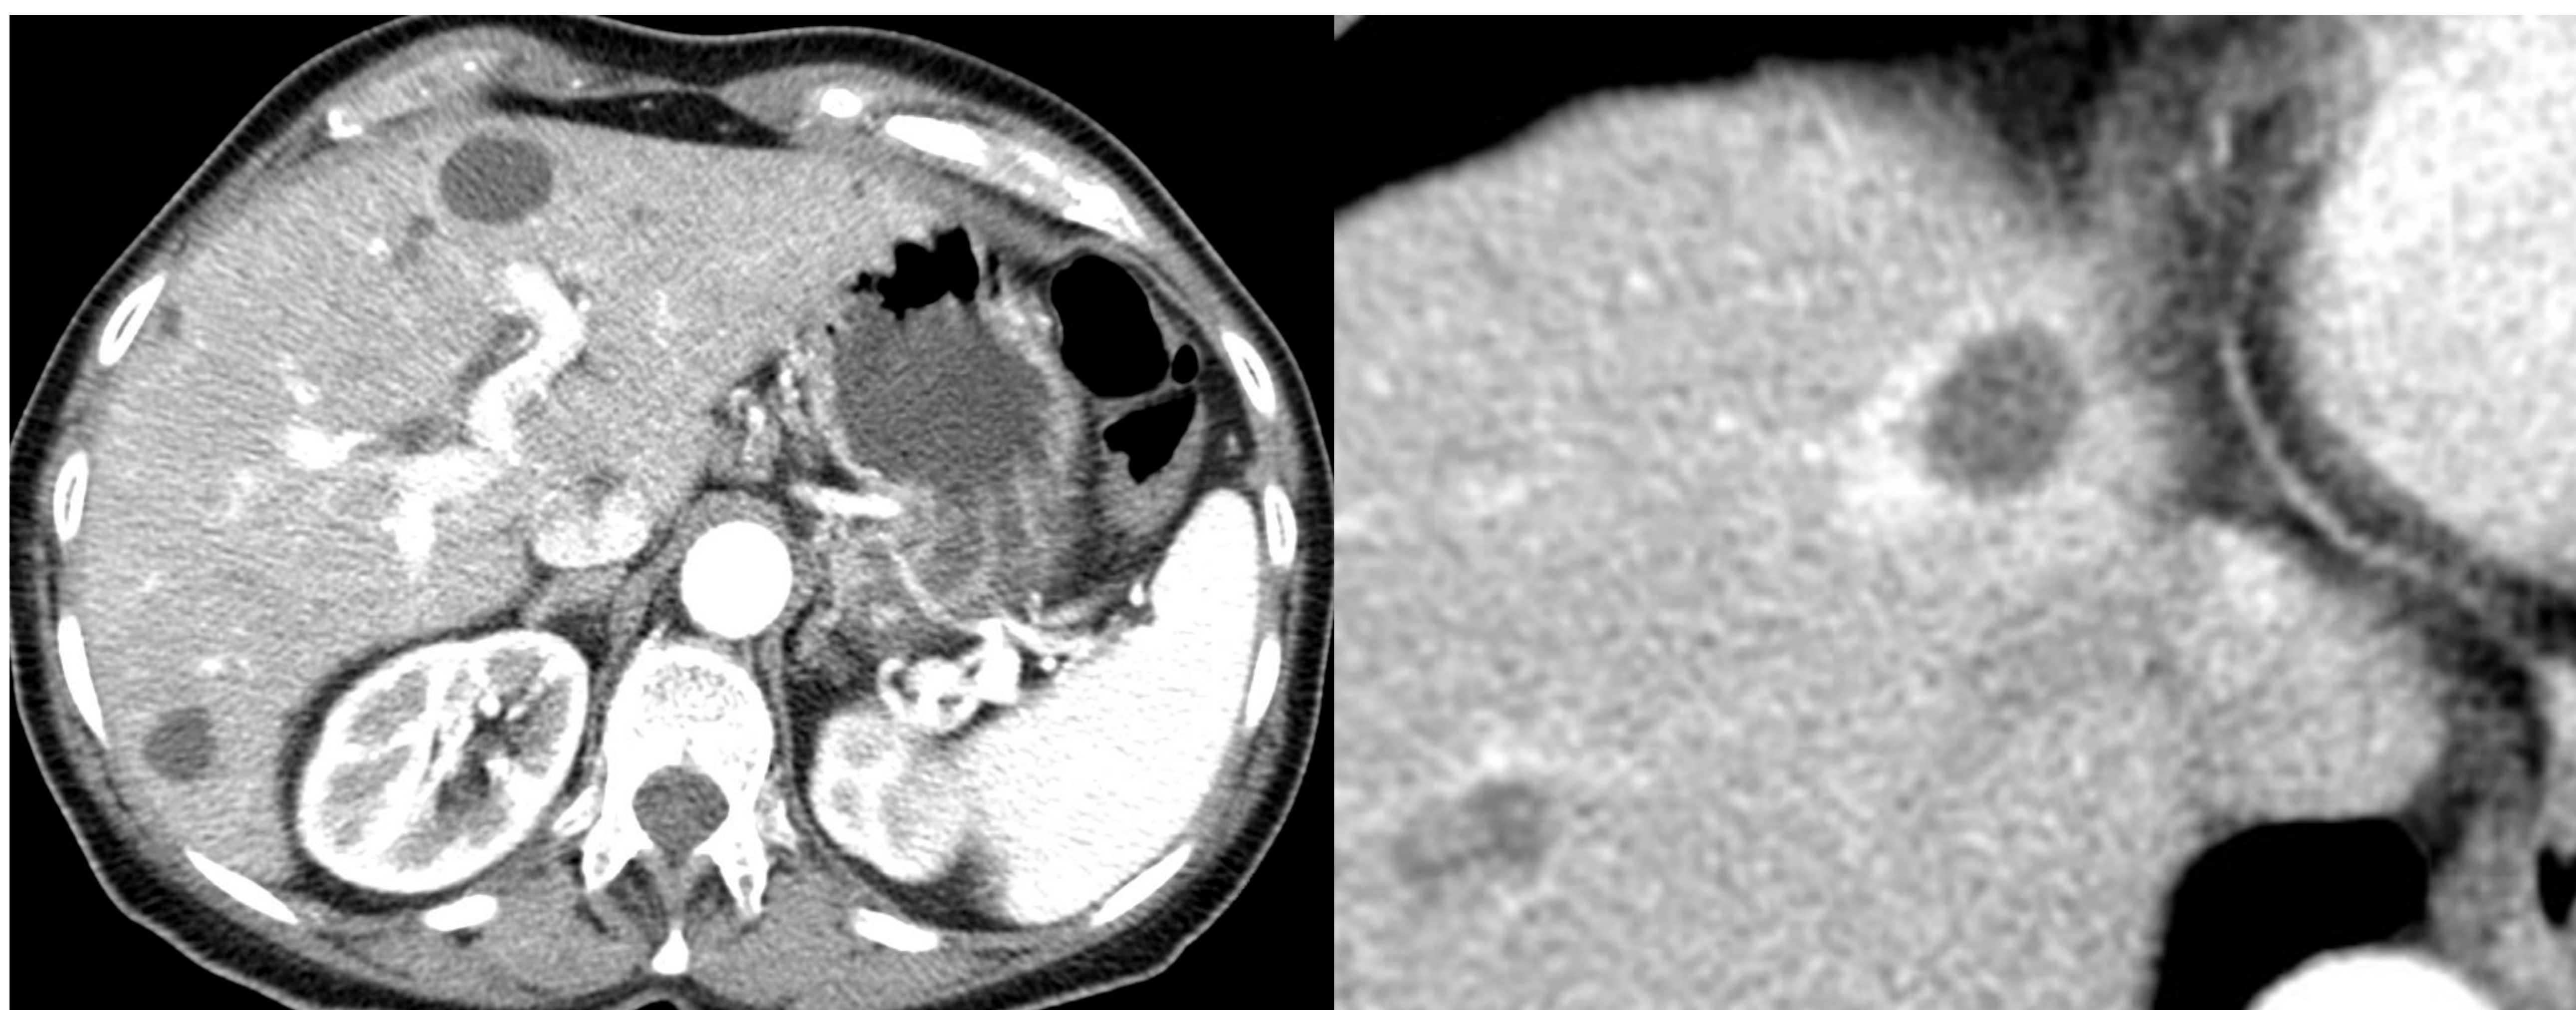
Imágenes de TC abdominal con contraste en fase portal. Lesiones hipodensas, de mayor tamaño que el paciente anterior, y que presenta una de ellas un realce "en anillo" periférico incompleto.
